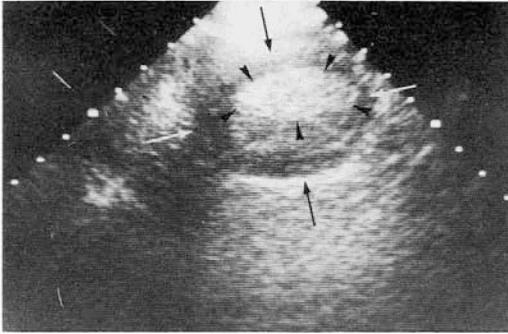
Ecografía abdominal que muestra una imagen «arriñonada» (flechas largas) con una zona más hiperecogénica en su interior (flechas cortas)
